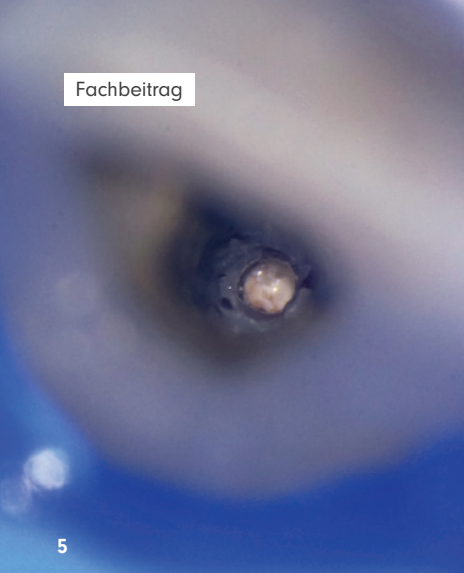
Visualisiertes Fremdmaterial. – Abb. 6: Fremdmaterial im Röntgenbild (Messaufnahme 22). – Abb. 7: Messaufnahme Zahn 21. – Abb. 8: Eingebrachter Sealer. – Abb. 9: Kompartiment des stopfbaren Materials.
